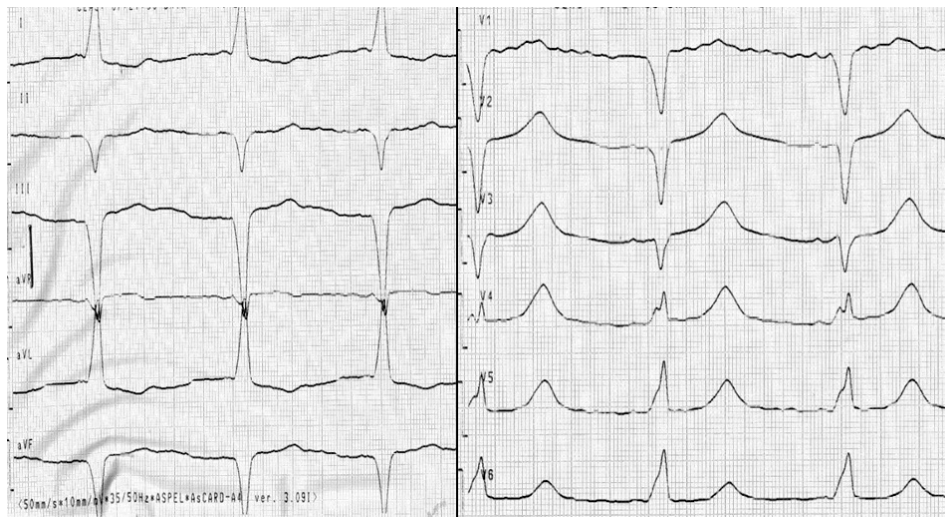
Badanie echokardiograficzne, projekcja przmostkowa; B-1 — rozkurcz; B-2 — skurcz; C-1. Koronarografia: lewa tętnica wieńcowa; C-2. Koronarografia: prawa tętnica wieńcowa; D-1. Wentrykulografia: skurcz; D-2. Wentrykulografia: rozkurcz
